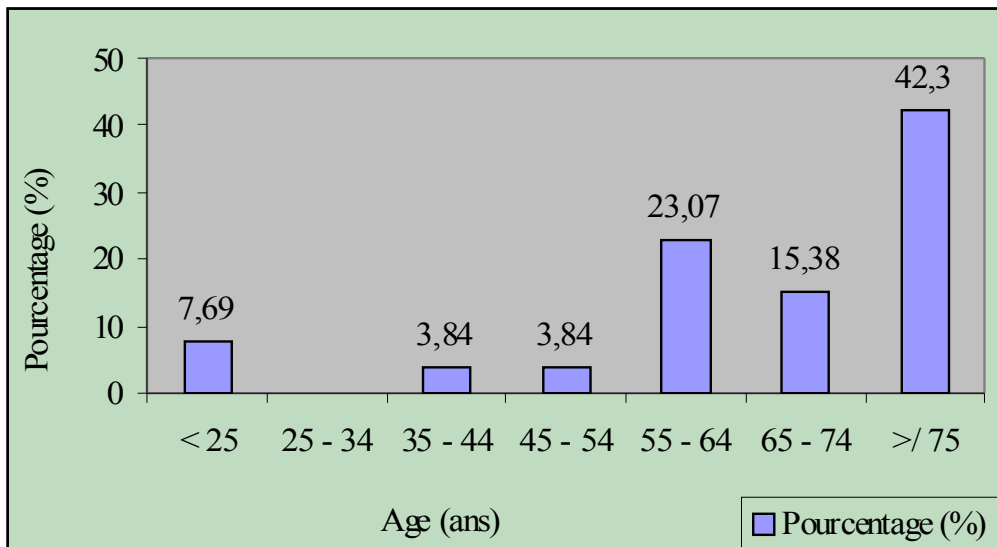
Représentation graphique de l'échographie prostatique selon l'âge
